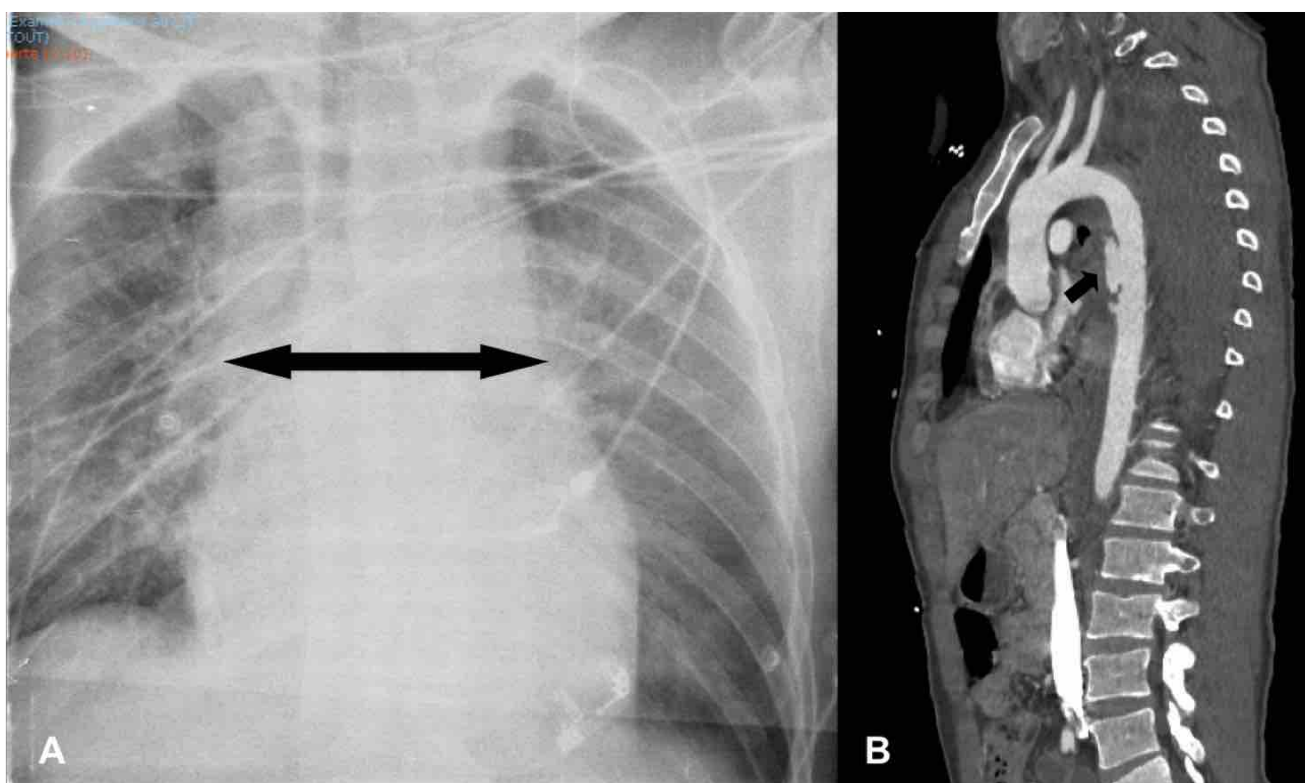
A : Radiographie de thorax de face d'une rupture aortique de l'aorte thoracique descendante. On notera l'élargissement du médiastin et la déviation à droite de la trachée. L'hémithorax gauche est mal visualisé sur une radiographie réalisée couché. B : Reconstruction sagittale sur l'angioscanner de la rupture aortique (flèche) chez le même patient.
